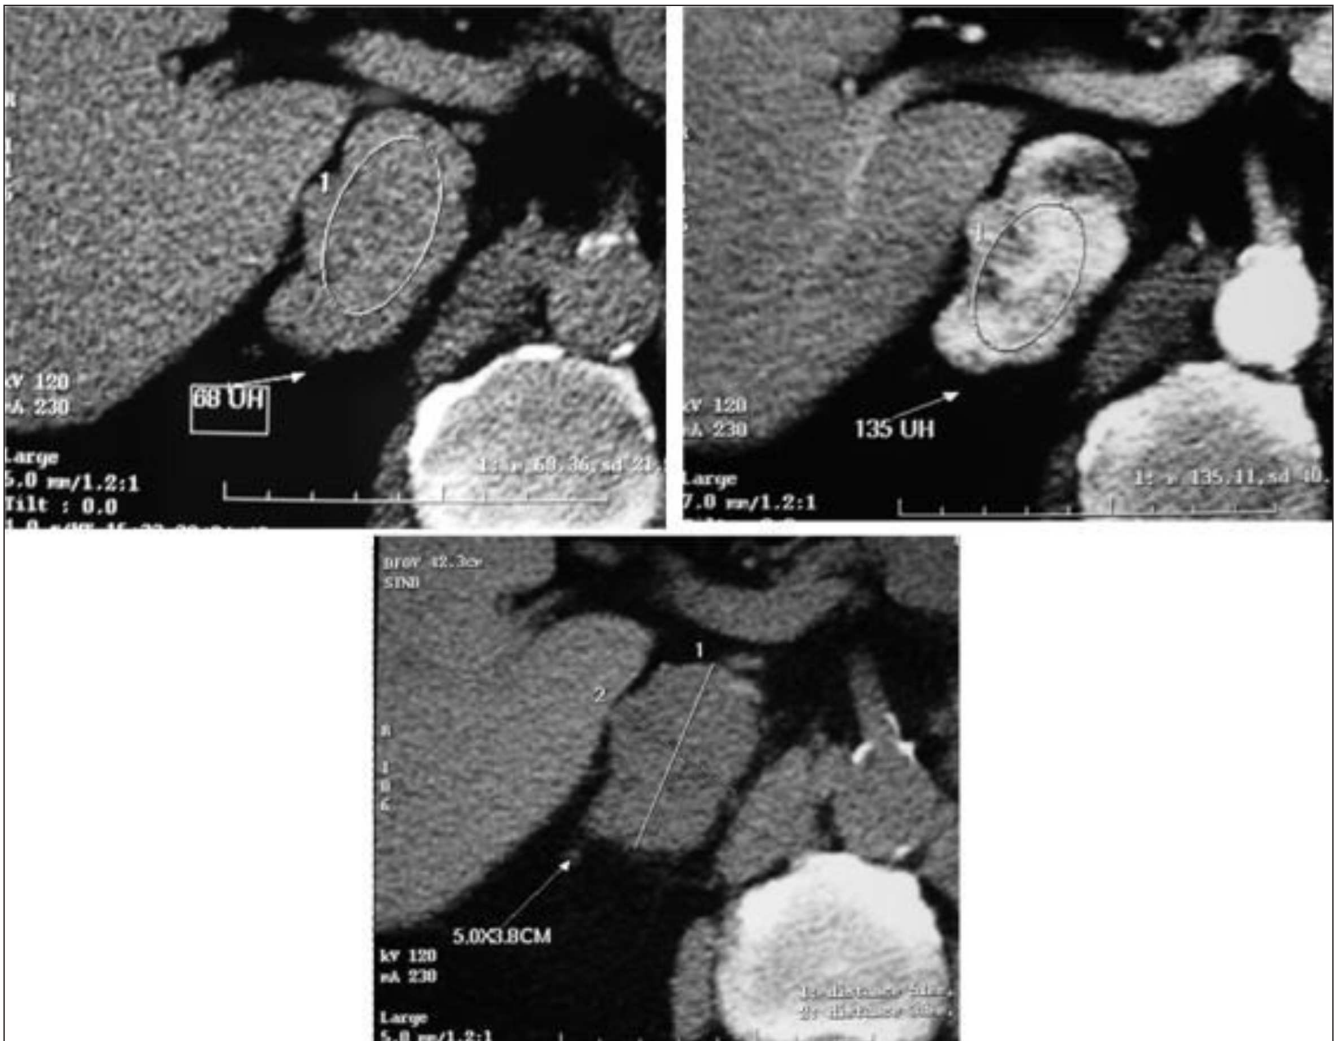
CT de metástase de câncer de pulmão de células não-pequenas em adrenal direita, onde se observa a natureza heterogênea da massa.
